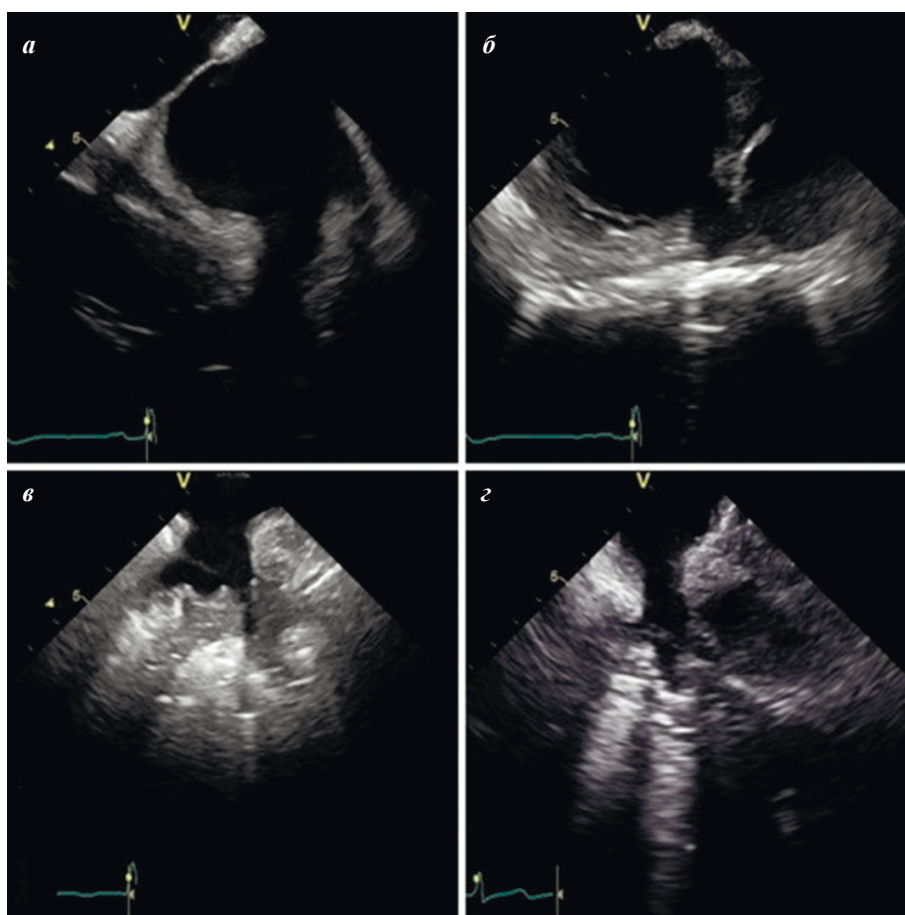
Визуализация устьев легочных вен с помощью внутрисердечной эхокардиографии: а - левая верхняя легочная вена, б - левая нижняя легочная вена, в - правая верхняя легочная вена, г - правая нижняя легочная вена.
